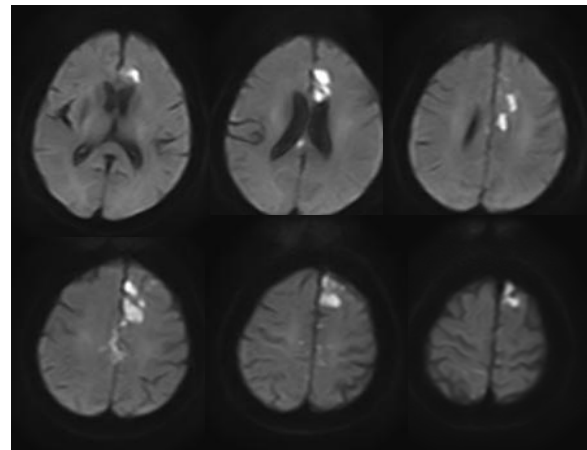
77歳, 女性, 2055419, MRI diffusion
